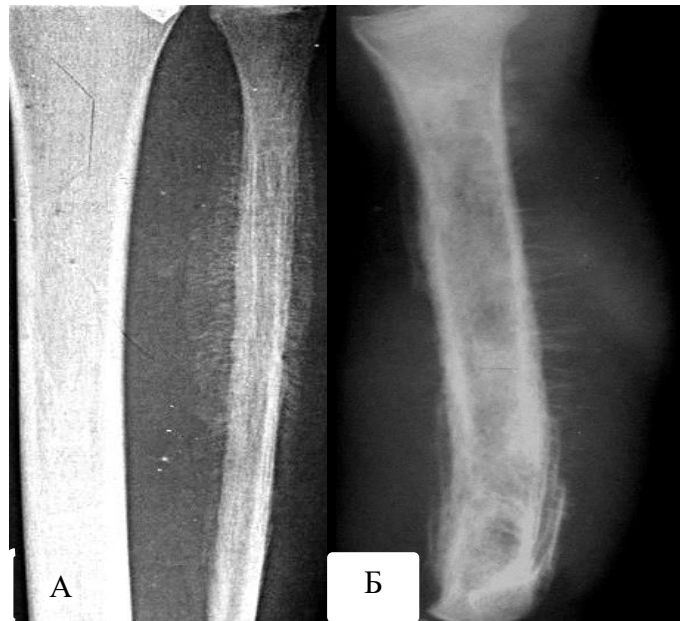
Рентгенограми в прямій і бічній проекціях різних пацієнтів. Варіанти саркоми Юінга: А – у діяфізі малогомілкової кістки визначається нерівномірне розширення просвіту кістковомозкового каналу, стоншення та розволокнення кортикального шару (переважно на зовнішній поверхні) та рівномірний, ніжний спікулоподібний періостоз; Б – у губчатій речовині діяфіза плечової кістки превалюють різноманітні вогнища деструкції з розширенням просвіту кістковомозкового каналу, з боку окістя є й спікулоподібний і цибулинний (частково звапнянілий) періостоз.
